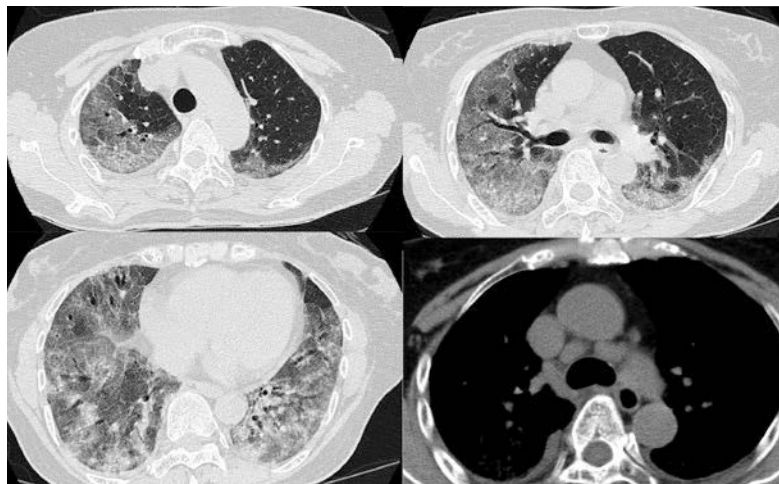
Unenhanced chest computed tomography (CT) on admission. CT image on admission revealed ground glass opacities, traction bronchiectasis, and interlobar septal wall thickening in both lungs, and mediastinal lymphadenopathy.
